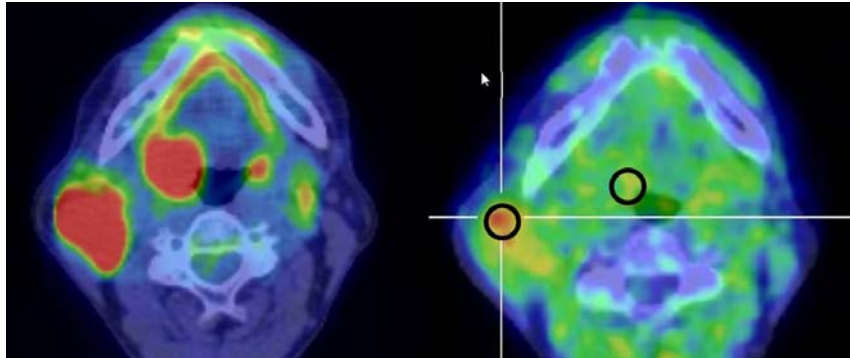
左 : FDG-PET、右 : FRP-170 PET
